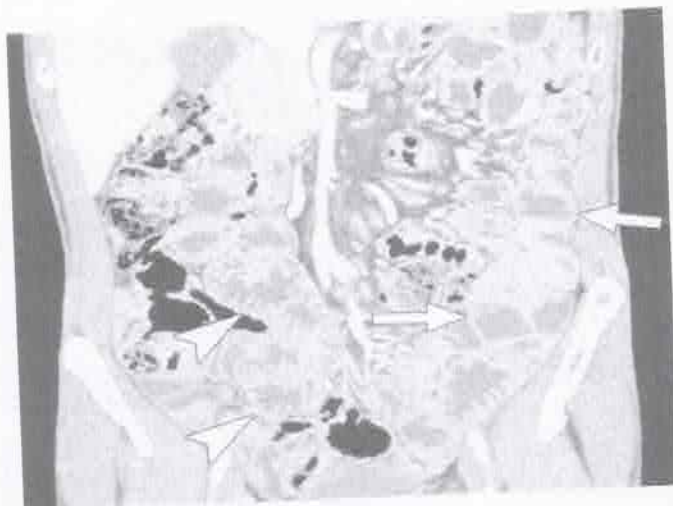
Homem de 47 anos com DC desconhecida. TC MD com enteróclise mostra a reversão das pregas jejunoileais, mostrando poucas pregas jejunais e um aumento importante das pregas ileais. Alteração sugestiva de doença celíaca.
